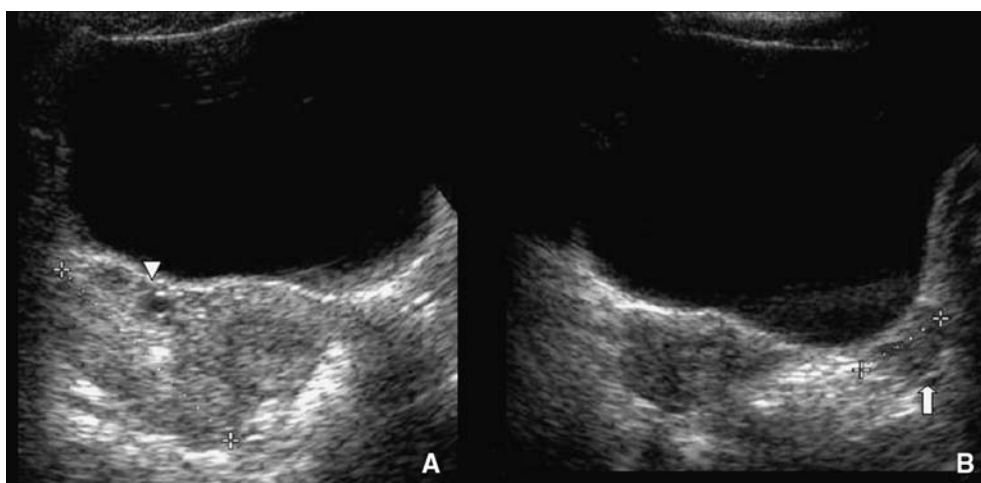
Échographie pelvienne en cas de torsion d'ovaire.
